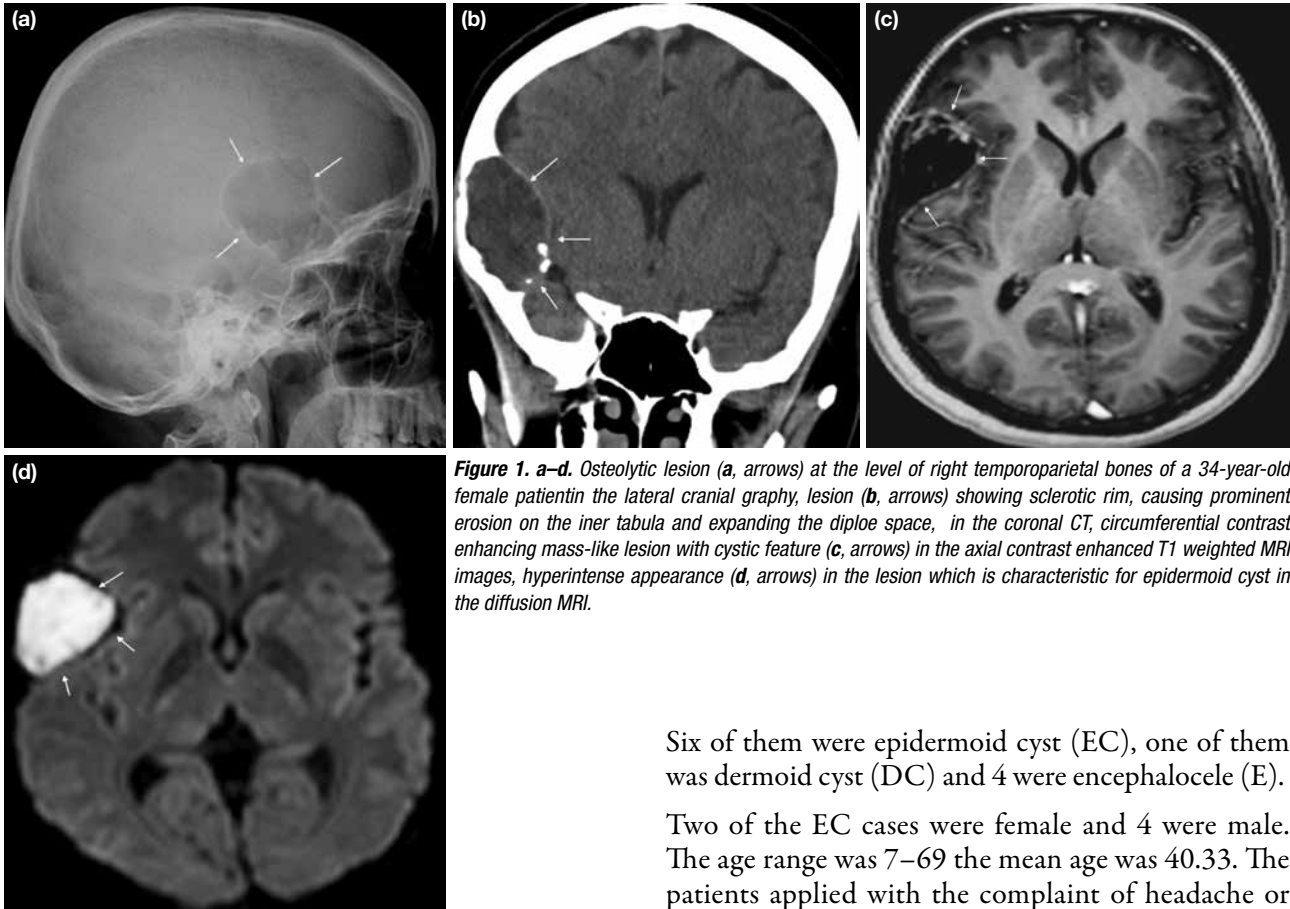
a–d. Osteolytic lesion (a, arrows) at the level of right temporoparietal bones of a 34-year-old female patient in the lateral cranial graphy, lesion (b, arrows) showing sclerotic rim, causing prominent erosion on the inner tabula and expanding the diploe space, in the coronal CT, circumferential contrast enhancing mass-like lesion with cystic feature (c, arrows) in the axial contrast enhanced T1 weighted MRI images, hyperintense appearance (d, arrows) in the lesion which is characteristic for epidermoid cyst in the diffusion MRI.
